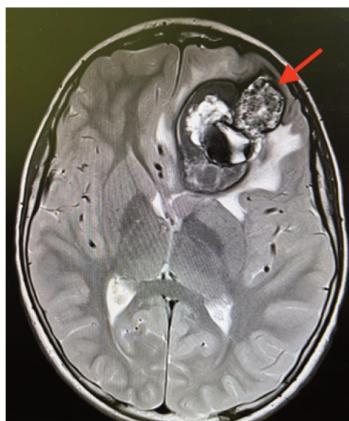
RM encefalo, scansioni assiali in sequenze TOF e T2 pesata - Malformazione cavernosa cerebrale in sede frontale sinistra, con segni di sanguinamento recente ed edema perilesionale.
